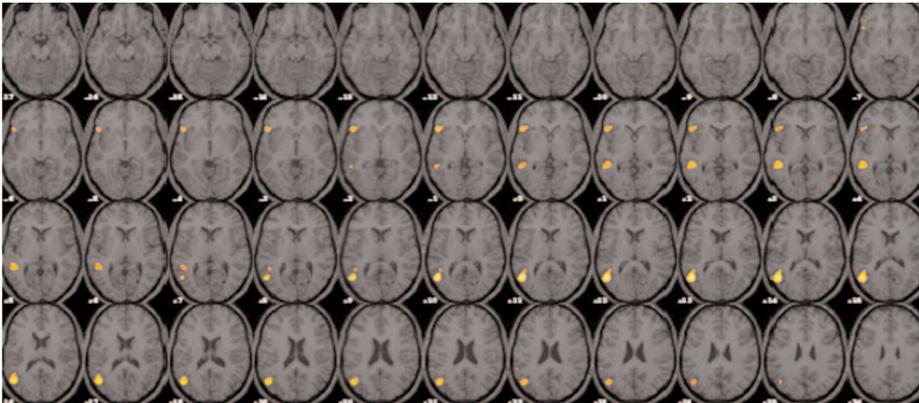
Resonancia Magnética funcional (RMf) que ilustra el contraste de las regiones cerebrales que se activan durante la condición de escucha de narraciones orales, frente a la escucha de lenguaje invertido. Como se puede observar, este paradigma activa las regiones cerebrales lingüísticas del hemisferio izquierdo.
